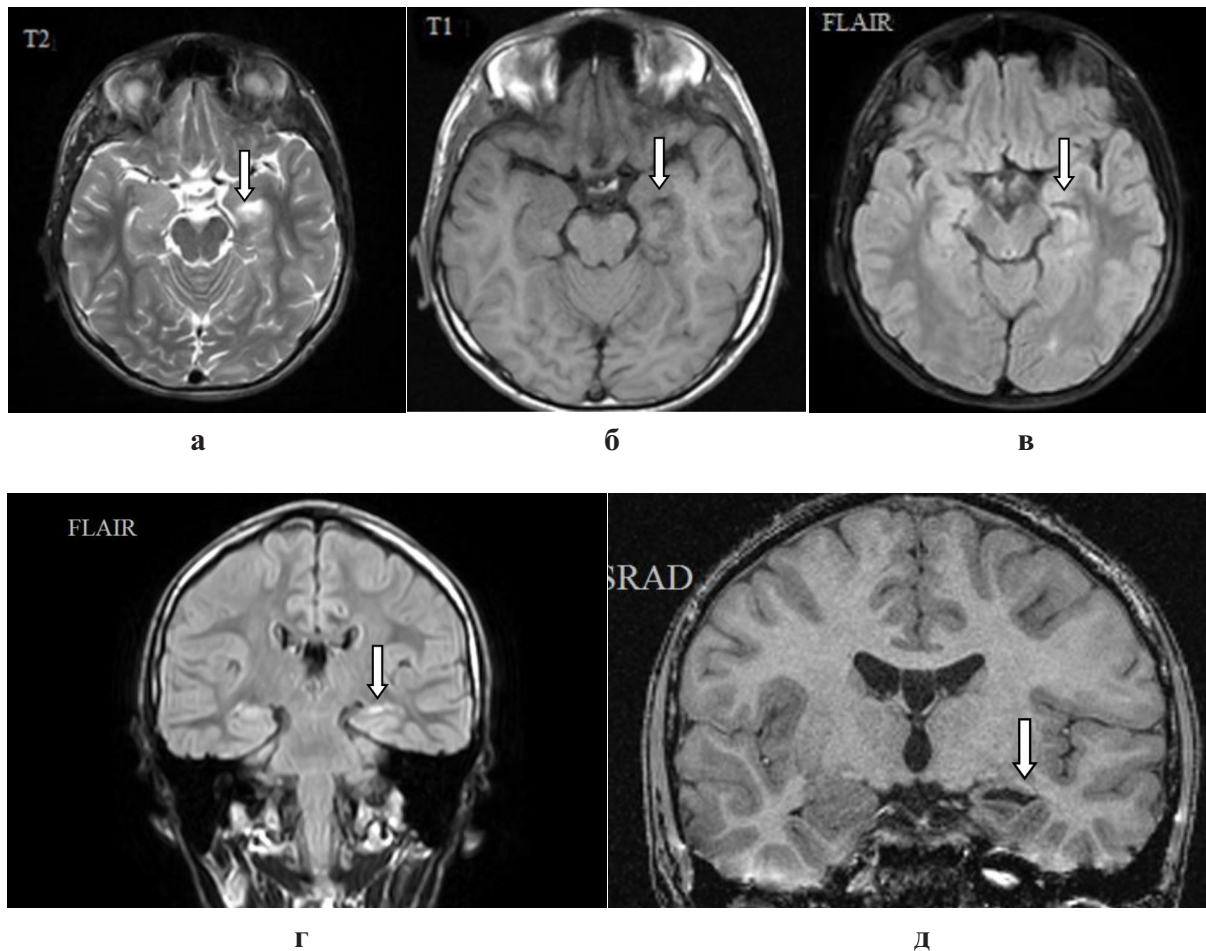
МРТ пациента Ж. 2004г.р. (а,б,в – коронарные срезы, а - режим Т2, б – Т1, в – FLAIR, г,д – фронтальные срезы, г – режим FLAIR, д – режим Vs-RAD. Височный мезиальный склероз с субатрофией левого гиппокампа. В обоих гиппокампах отмечается усиление МР-сигнала на Т2 и FLAIR).
